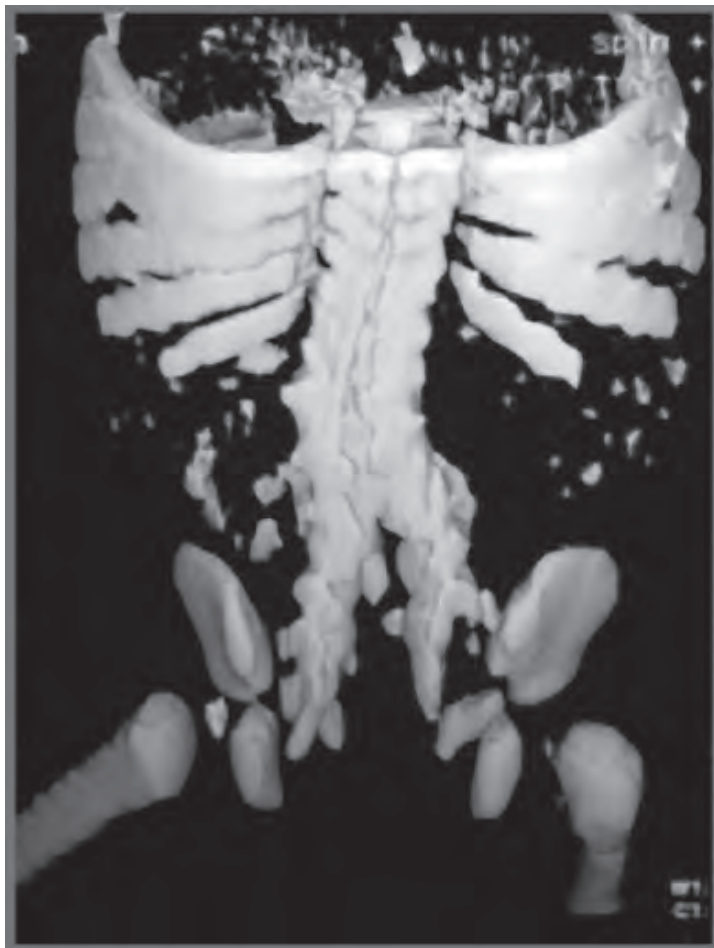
Tomografía Computada. Reconstrucción multiplanar con imagen de duplicación de columna lumbosacra
